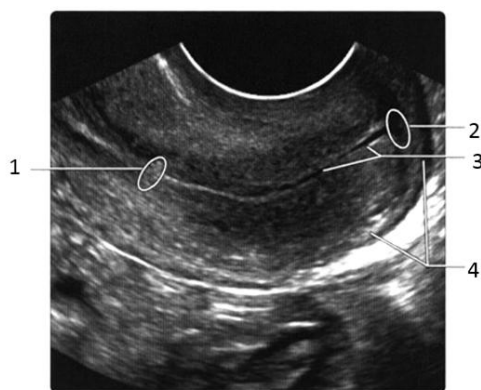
Трансвагинальное УЗИ шейки матки. 1 - внутренний зев; 2 - наружный зев; 3 - свободная жидкость в цервикальном канале; 4 - свод влагалища
